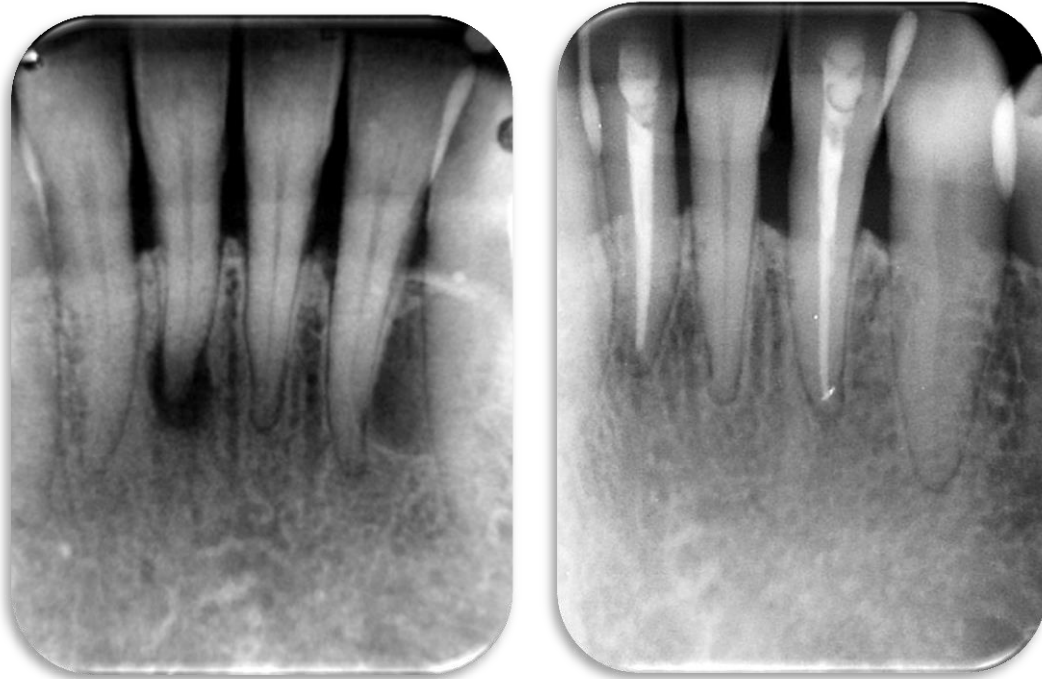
Radiografía control a
